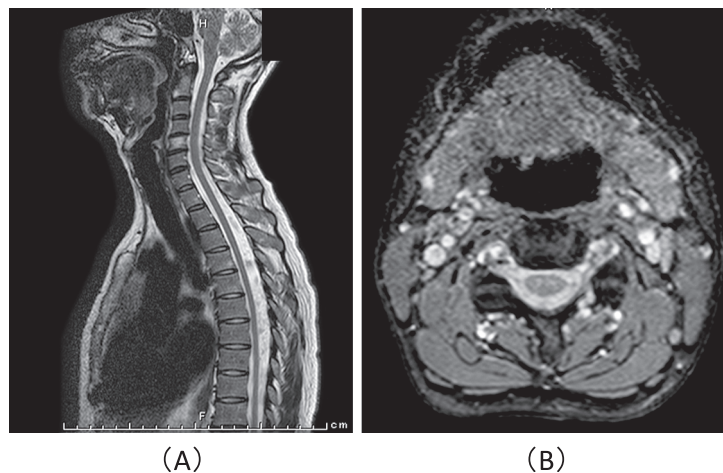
Magnetic Resonance Images of spinal cord.
